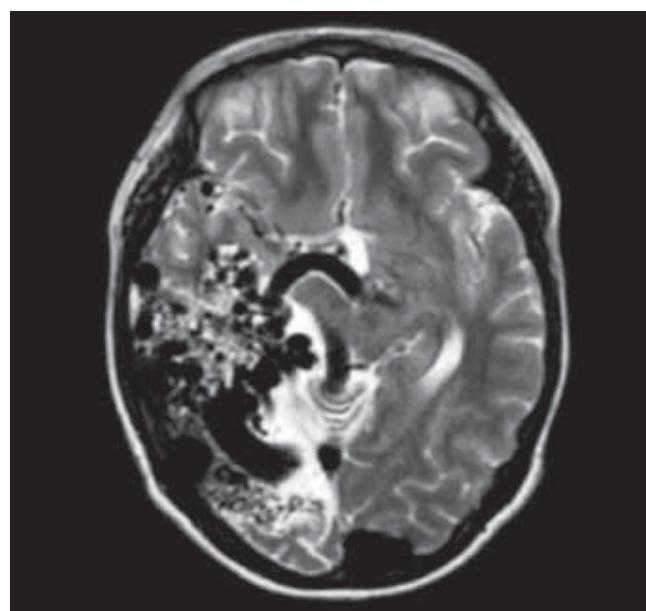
Estudio de resonancia magnética se observa incremento de la vascularidad nivel de tercio posterior de lóbulo temporal, inferior parietal y occipital del hemisferio derecho, con grandes vasos de drenaje hacia la circulación profunda.
